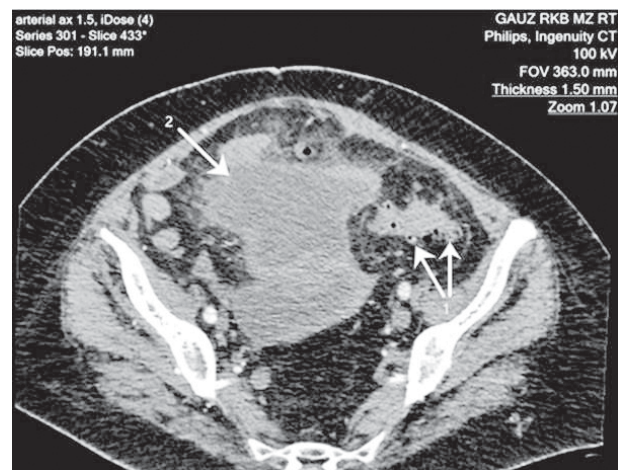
Томограмма пациентки А. 62 лет. Аксиальный срез. Диагноз: Дивертикулярная болезнь сигмовидной кишки, осложненная дивертикулитом, формированием абсцесса малого таза. Множественные дивертикулы сигмовидной кишки (стрелка 1). Большой (121x95x60мм) абсцесс полости малого таза (стрелка 2)
